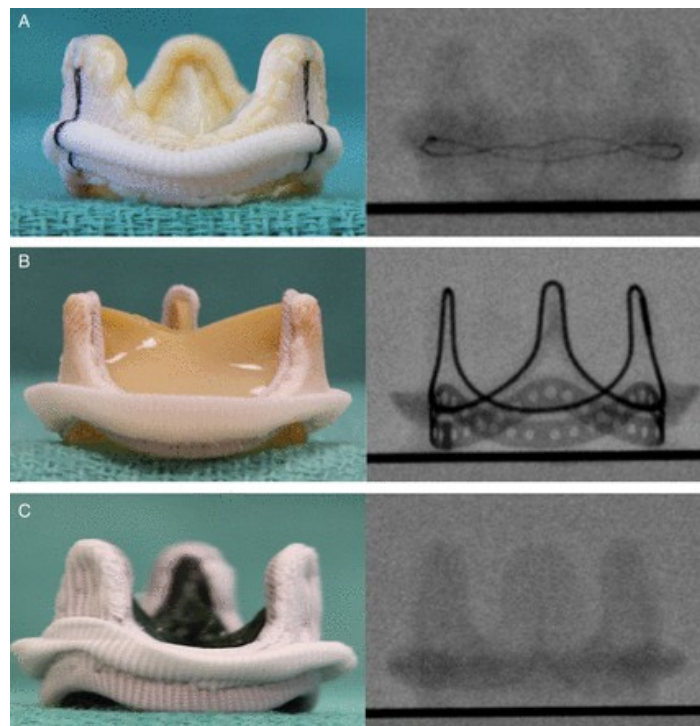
Eigenschaften von „gestenteten“ Klappen im Röntgen. (A) Epic Supra Klappe (St. Jude Medical) mit einem röntgendichten Nahtring. (B) Perimount Klappe (Edwards Lifesciences) mit einem röntgendichten Rahmen. (C) Intact Klappe (Medtronic, Inc.) ohne röntgendichte Bestandteile (40)
